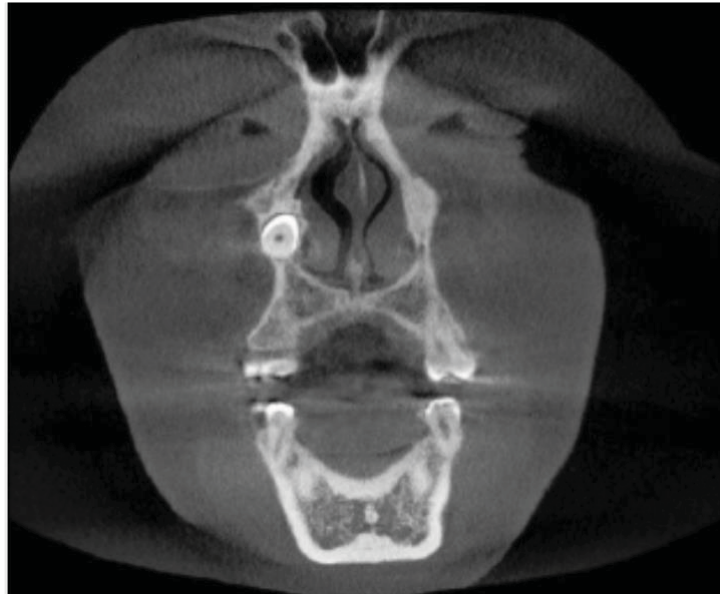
Tomografía Cone-Beam. (15)
